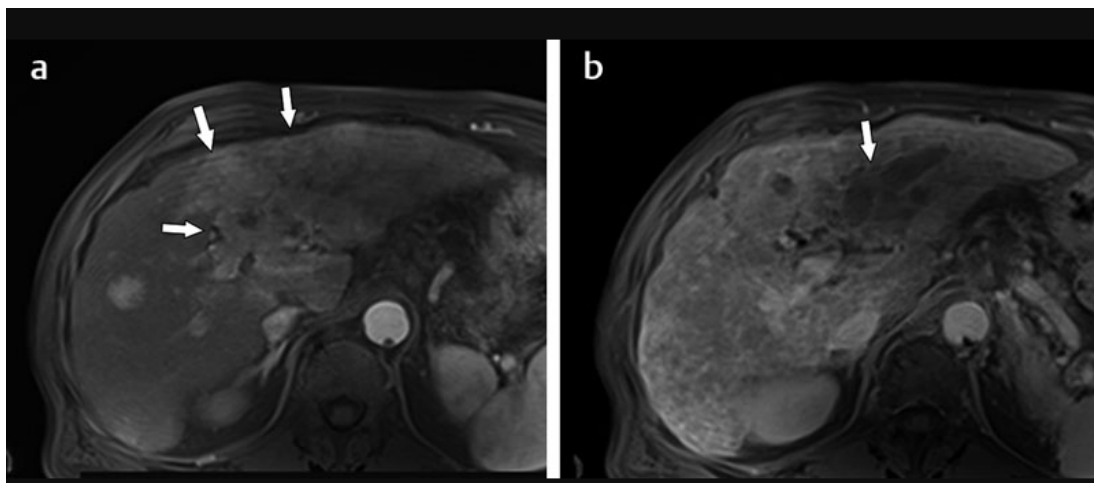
LR-TIV. L'IRM dynamique rehaussée au gadolinium (a) au temps artériel, montre une tumeur hyper vasculaire infiltrante au niveau du lobe gauche (flèches), la veine porte gauche présente le même rehaussement. (b) un lavage à la phase portal, Catégorisation : LR-TIV, définitivement CHC.[76]
